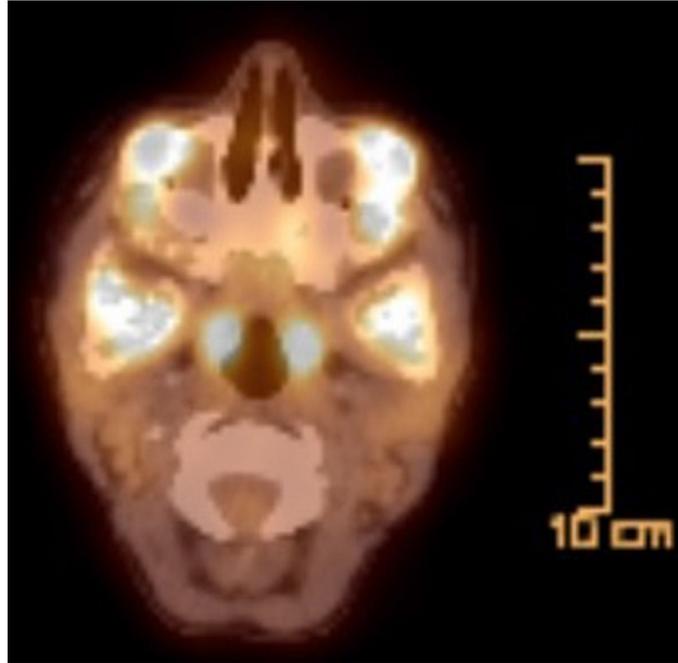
Imagens do PET/TC mostram envolvimento dos ossos maxilares. As áreas brilhantes correspondem as lesões líticas com hipermetabolismo. Fonte: Kömerik, 2014.
